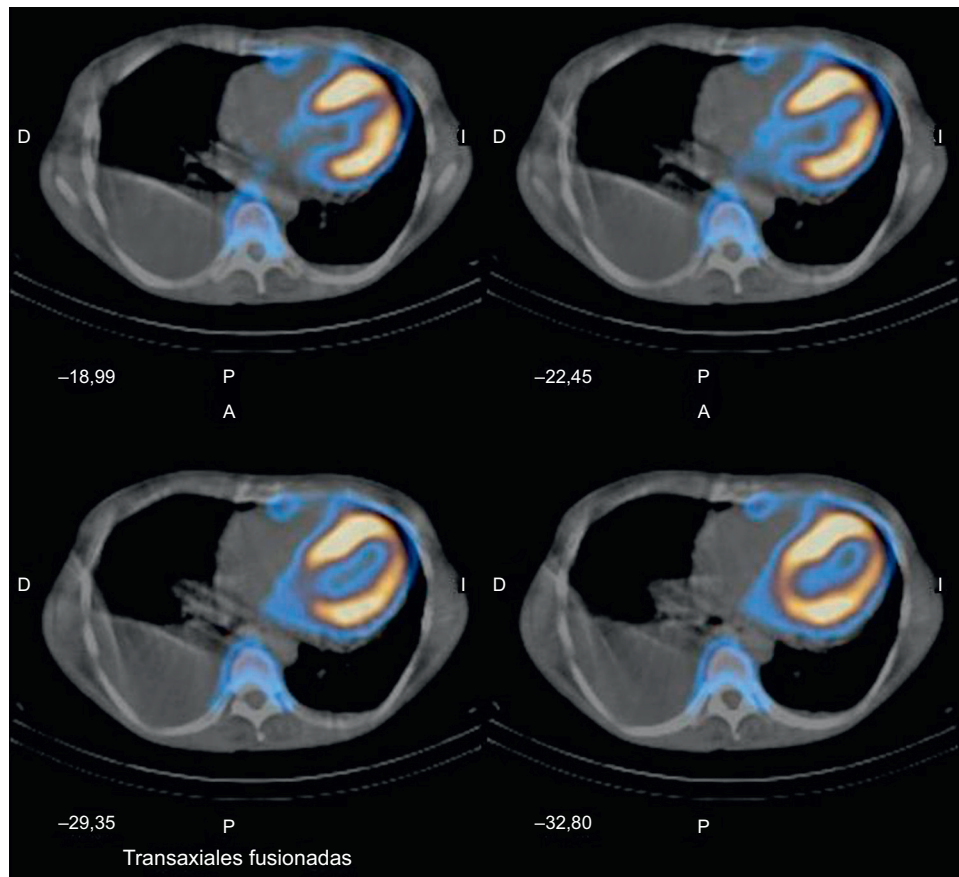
Gammagrafía ósea con ^{99m}Tc -2,3-dicarboxipropano-1, 1-difosfonato y tomografía computarizada por emisión monofotónica combinadas con una tomografía computarizada convencional, que muestran un aumento en la cantidad de sangre miocárdica biventricular durante la fase inicial, además de una intensa captación de radiotrazador en ambos ventrículos durante la fase tardía. A: anterior; D: derecho; I: izquierdo; P: posteroanterior.
